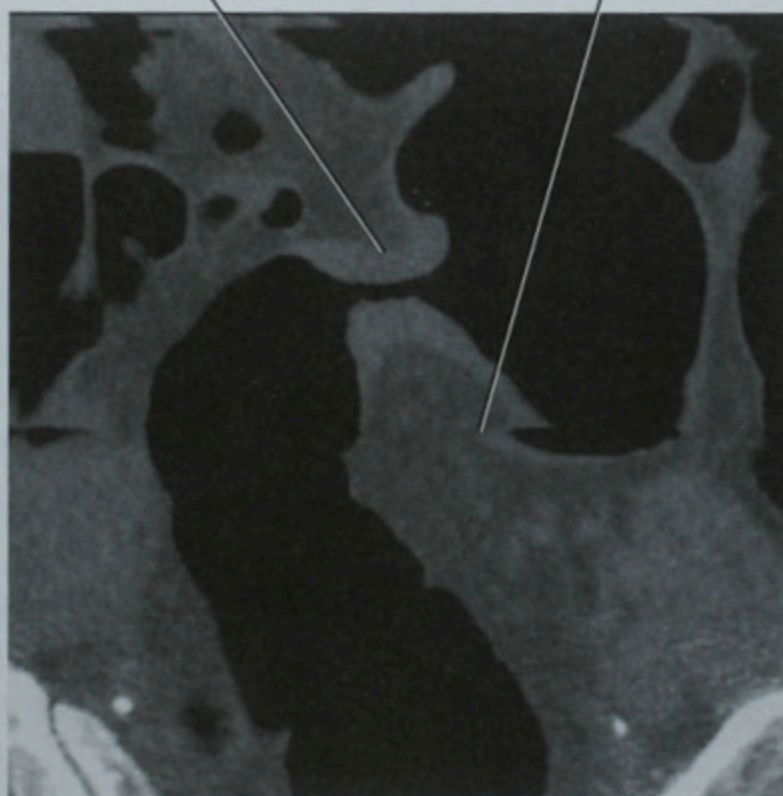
CT 结肠造影的二维图像允许观察者发现塌陷的肠段中的肠壁增厚,提示肿物的存在。结肠镜确诊为结肠癌
